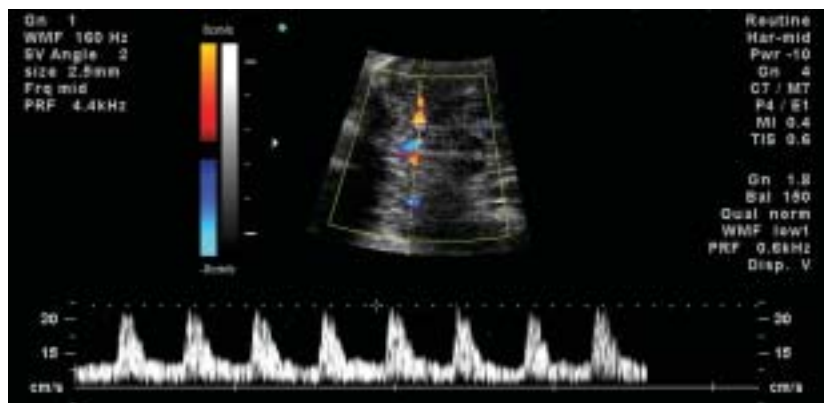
Doppler flowundersøgelse af a. cerebri media. Den stiplede linje markerer den maksimale systoliske flowhastighed (peak systolic velocity: PSV).
